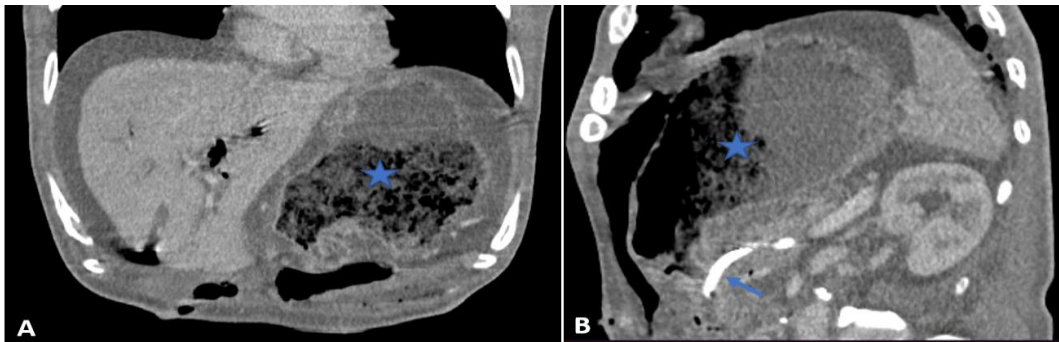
Gastroparésie. TDM coupe coronale (A) et axiale (B) au temps portal. Distension avec stase gastrique (étoile bleue) à J5 d'une DPC. Anastomose pancréatico gastrique sans anomalie (flèche bleue).
